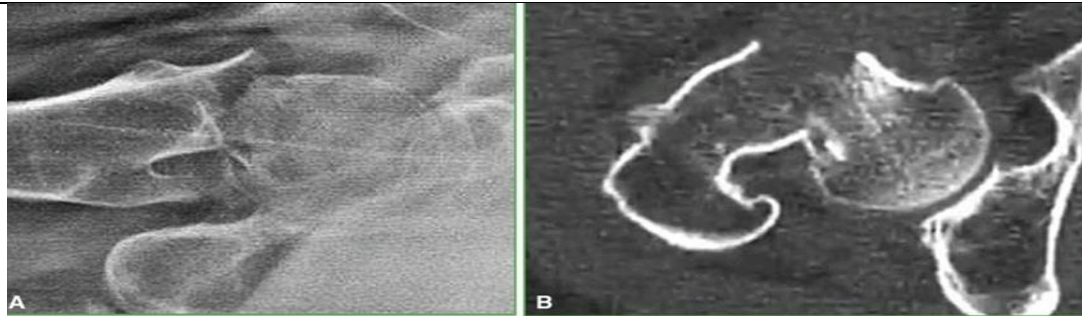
Patient with femoral neck fracture. A. Surgical profile view. Comminution can be observed. B. CT scan. Posterior comminution is noticeable.
